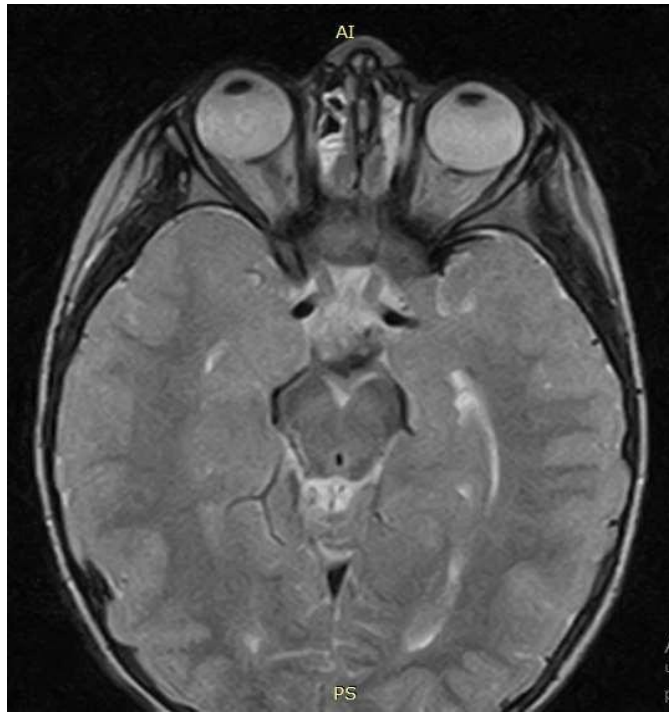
МРТ ребенка с врожденной атрезией слезных точек и стенозом канальцев, сочетанным с гипоплазией слезных желез (субклиническая эпифора)
